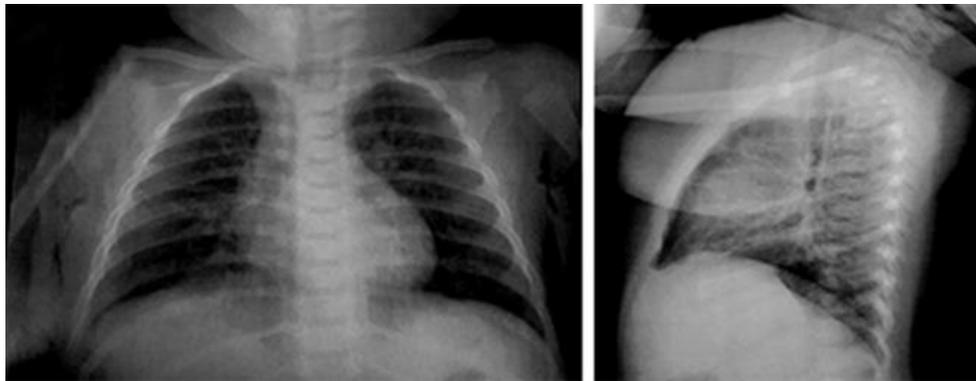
Radiografía de tórax en proyecciones PA y lateral. Infiltrados mixtos paracardíacos bilaterales. El resto de las estructuras sin alteraciones.
